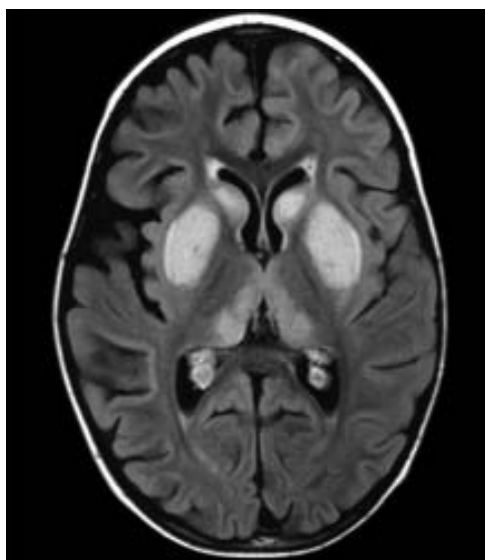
МРТ головного мозга. Видны симметричные участки повышенного сигнала в T2-взвешенных изображениях в проекции хвостатых ядер, скорлупы, медиальных отделов таламусов вокруг задних отделов III желудочка.
